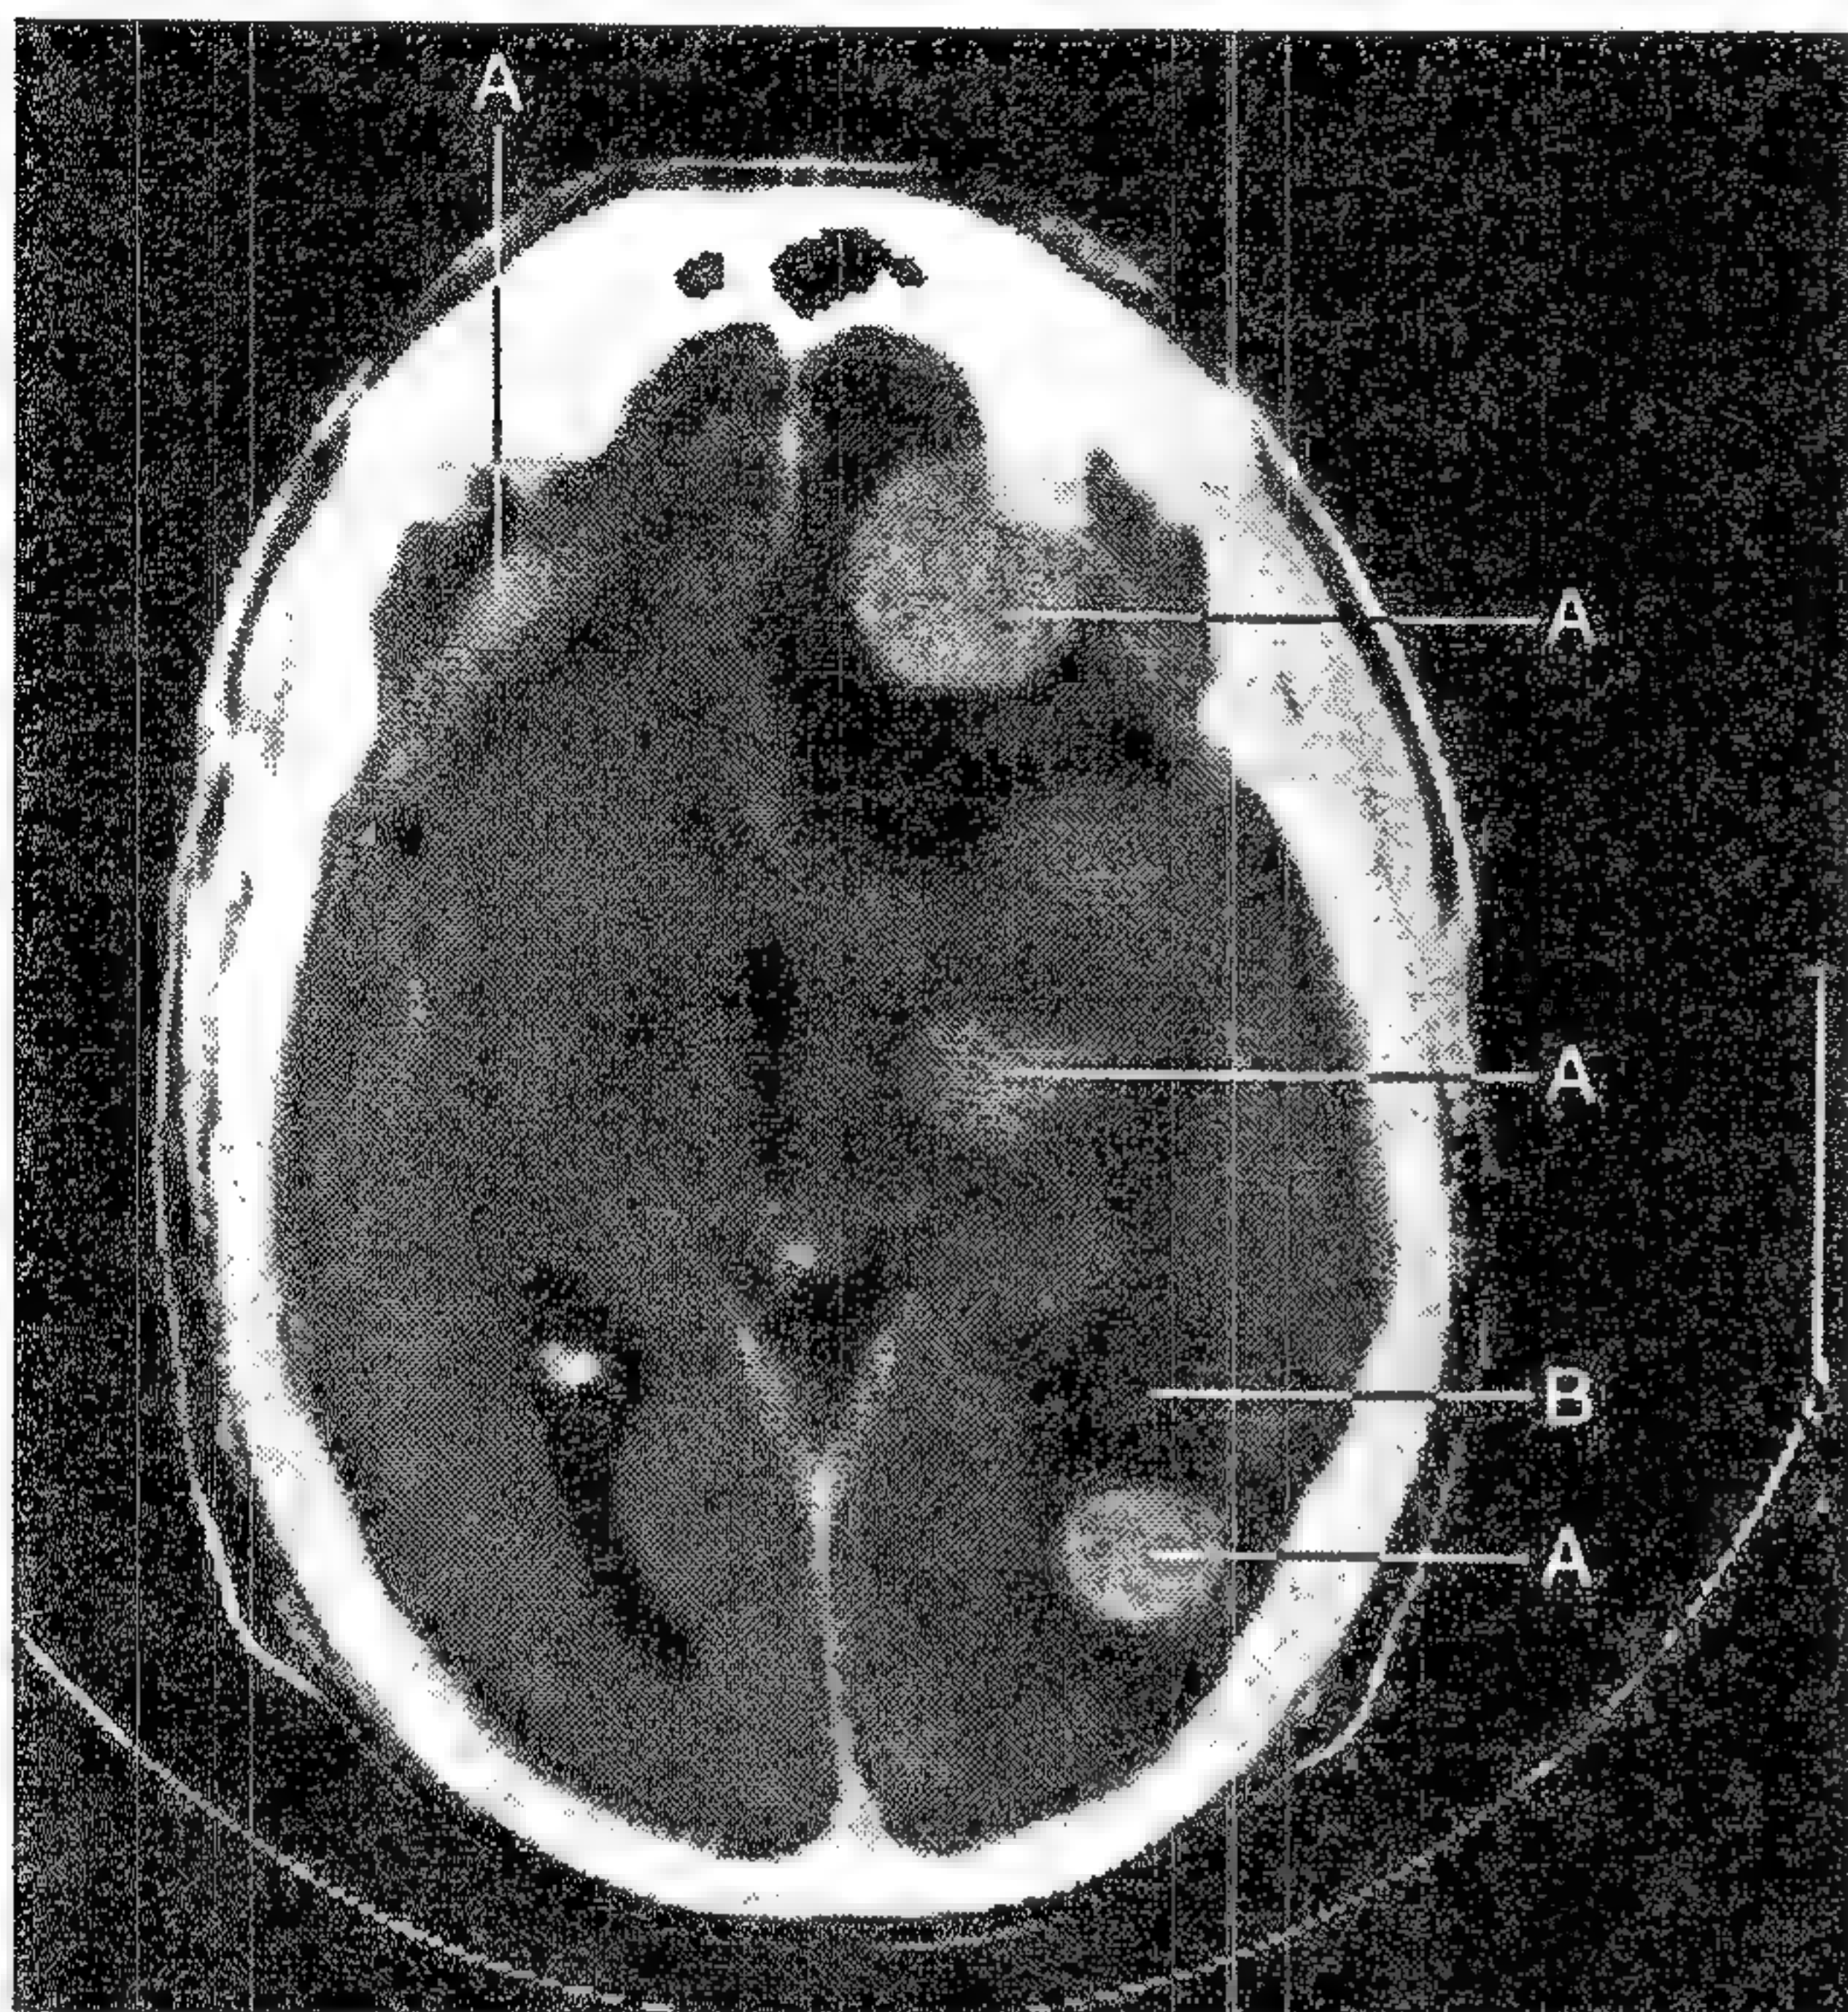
CT cu contrast. Metastaze multiple (A), fiecare înconjurată de edem cerebral (B).
